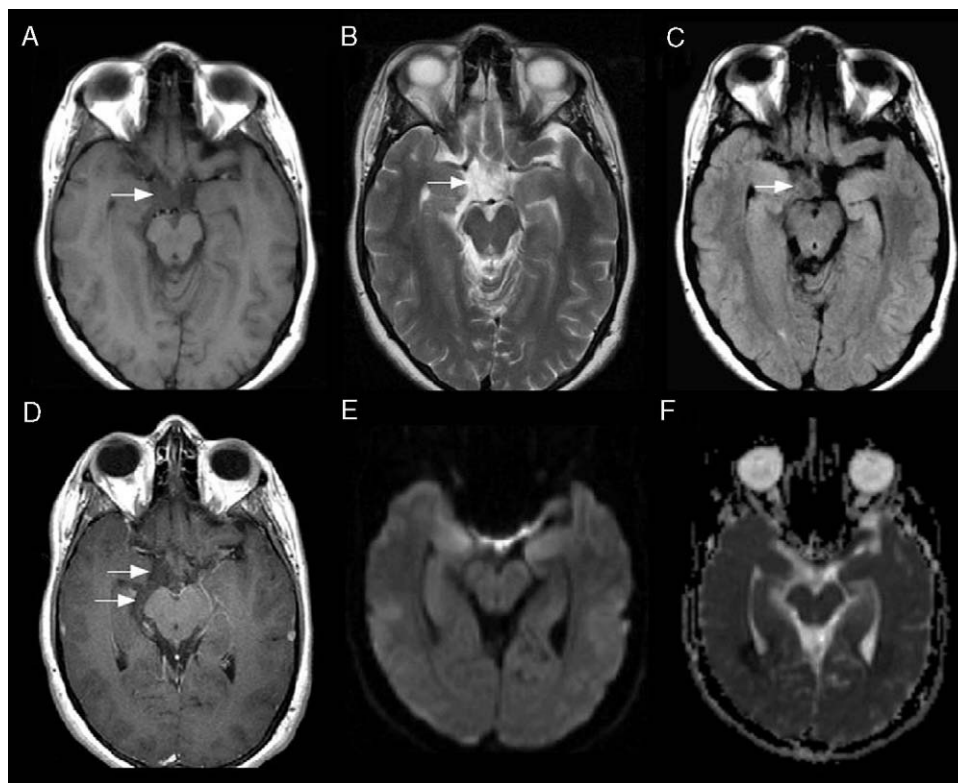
RM de cerebro, planos axiales: imagen hipointensa al parénquima cerebral en secuencia T1 (A) y FLAIR (C) e isointensa al LCR en T2 (B), localizada en la cisterna supraselar derecha con extensión a cisternas interpeduncular y ambiens (flechas). La misma tras la administración de contraste endovenoso (gadolinio) no refuerza (D). En difusión (E) y en el mapa de ADC (F) no presenta restricción.
